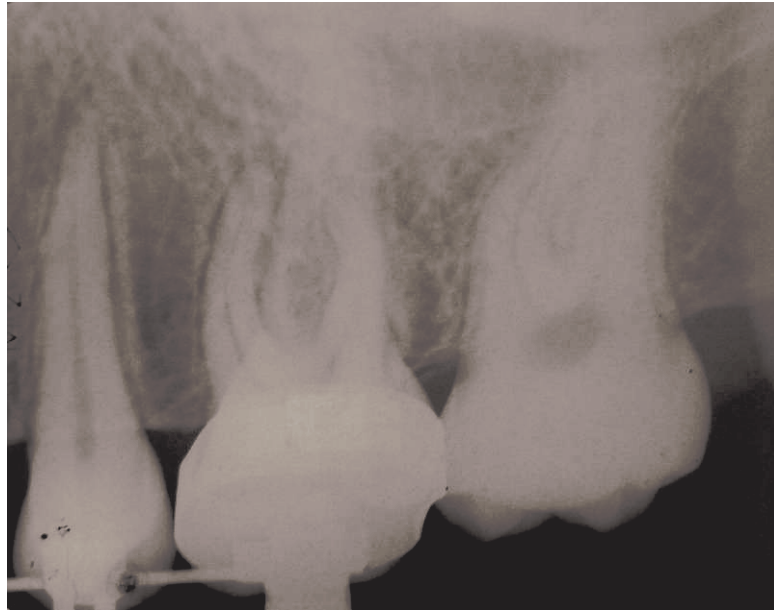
Radiografia periapical inicial.
